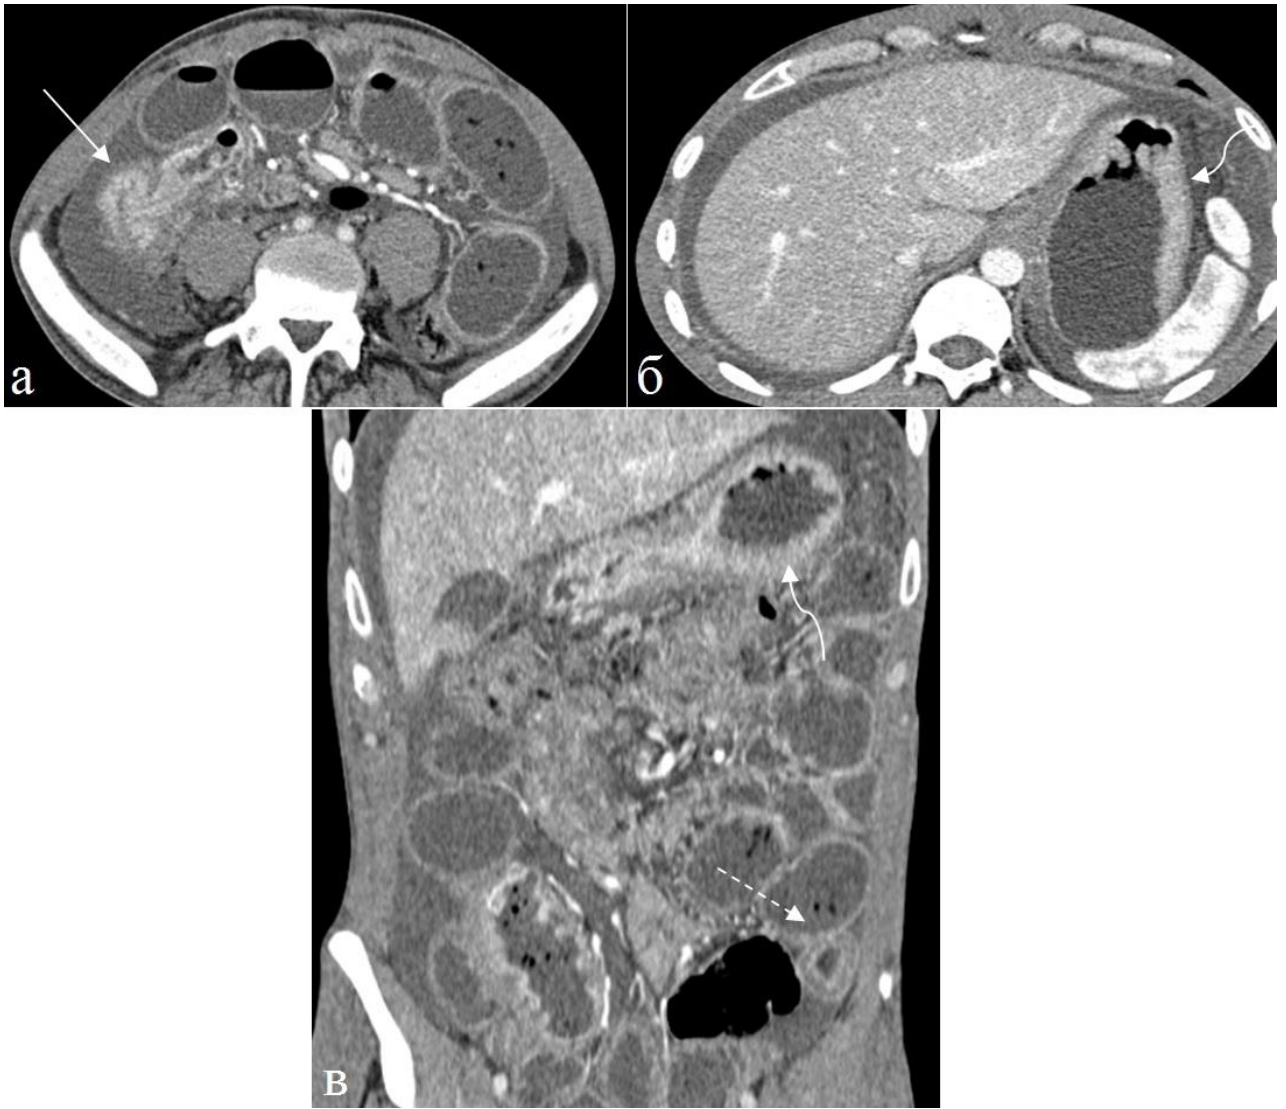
Больной 34 года. Болезнь Крона желудка, тонкой кишки, Артериальная фаза контрастного усиления. а), б) аксиальные томограммы, в) фронтальная реконструкция. В терминальном отделе подвздошной кишки определяется утолщение стенки, суживающее просвет кишки, и плавный переход в неизмененную часть кишки (непрерывная стрелка). Аналогичные изменения наблюдаются в стенке желудка (изогнутая стрелка). В дистальном отделе нисходящей кишки выявляется слоистая структура стенки за счет отека (пунктирная стрелка).
